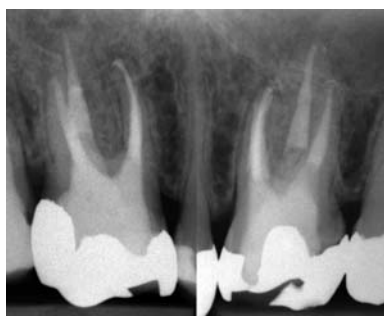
Röntgenkontrolle nach sechs Monaten, Zahn 16 und 26.
